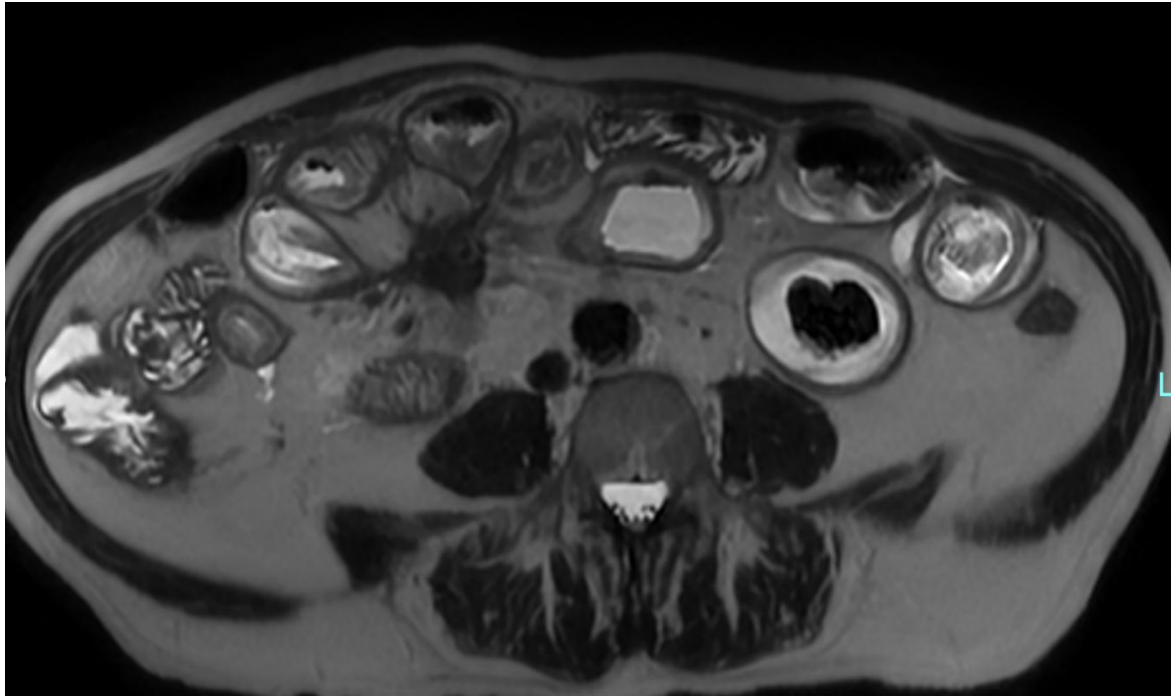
RM abdominal en plano axial. Secuencias T2 y T1 con contraste del mismo tumor (TNE G1 ileal). Realce homogéneo en fase arterial (flecha).
